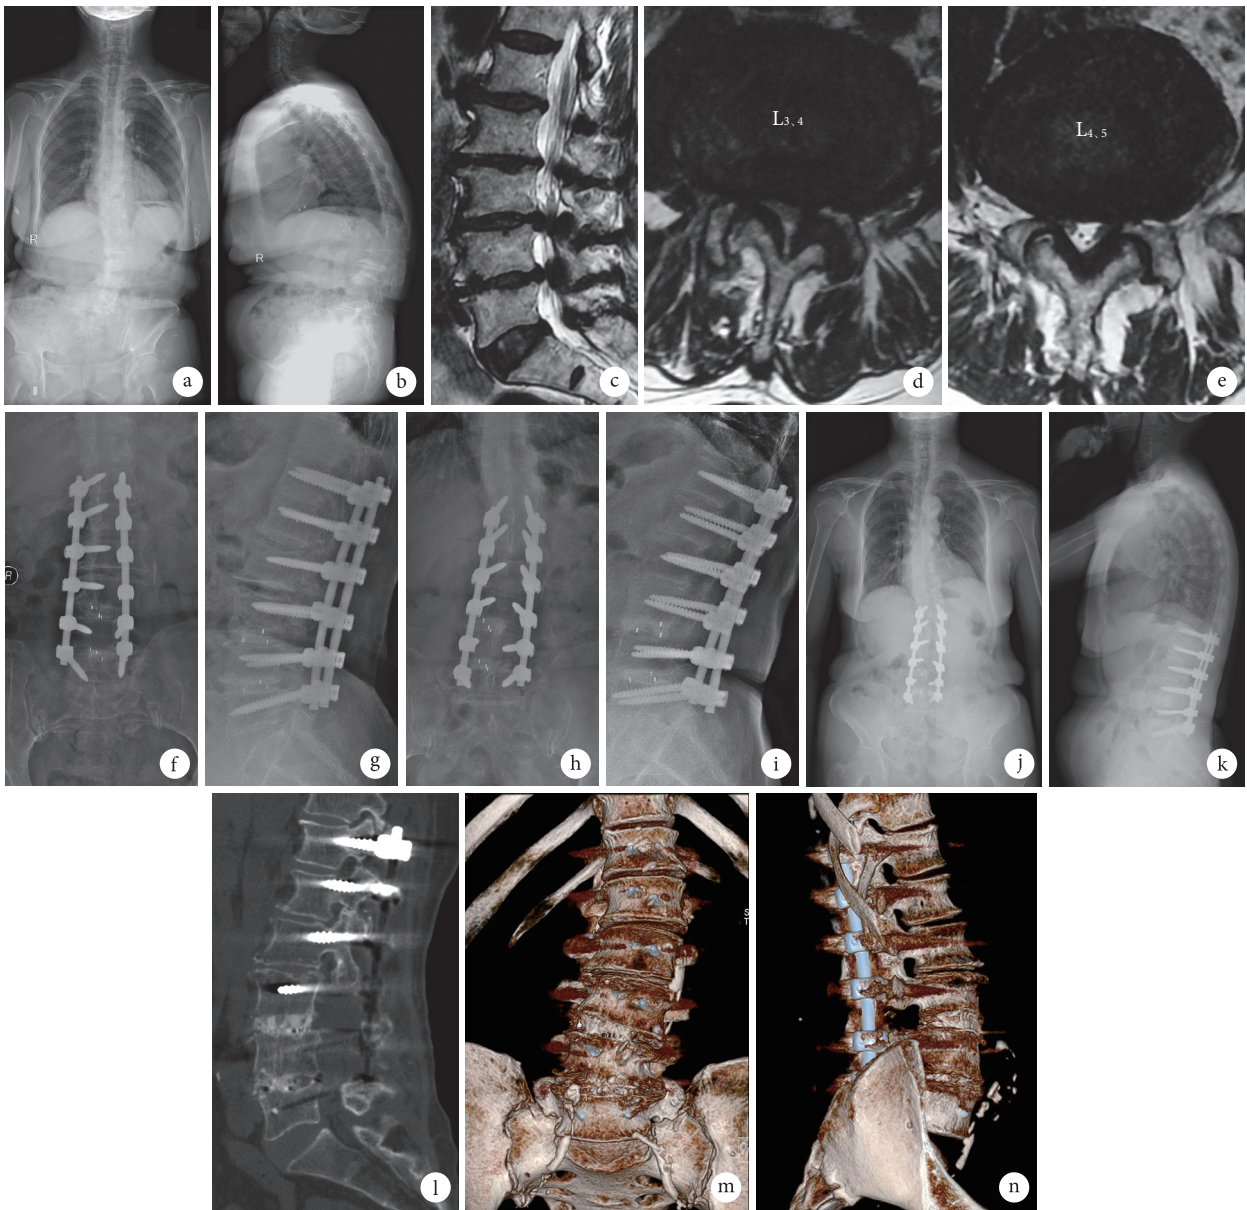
双节段组患者，女，71 岁，L_{3,4} 及 L_{4,5} 退变性侧凸 a、b. 术前脊柱全长正侧位 X 线片；c~e. 术前 MRI；f、g. 术后 3 d 腰椎正侧位 X 线片；h、i. 术后 6 个月腰椎正侧位 X 线片；j、k. 术后 24 个月脊柱全长正侧位 X 线片；l~n. 术后 24 个月腰椎 CT 及三维重建
